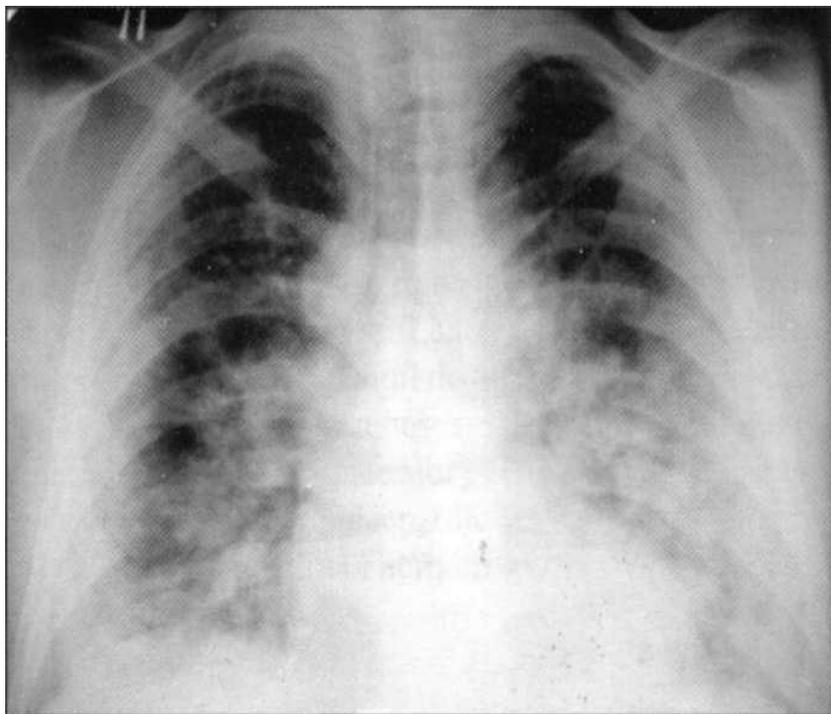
Рентгенограмма органов грудной клетки больного Р. от 07.01.2010:
